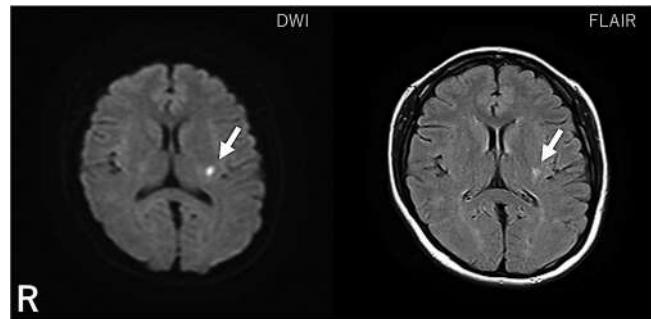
X+1日における頭部MRI画像。左被殻に急性期のラクナ梗塞を認め、責任病巣と判断した。
